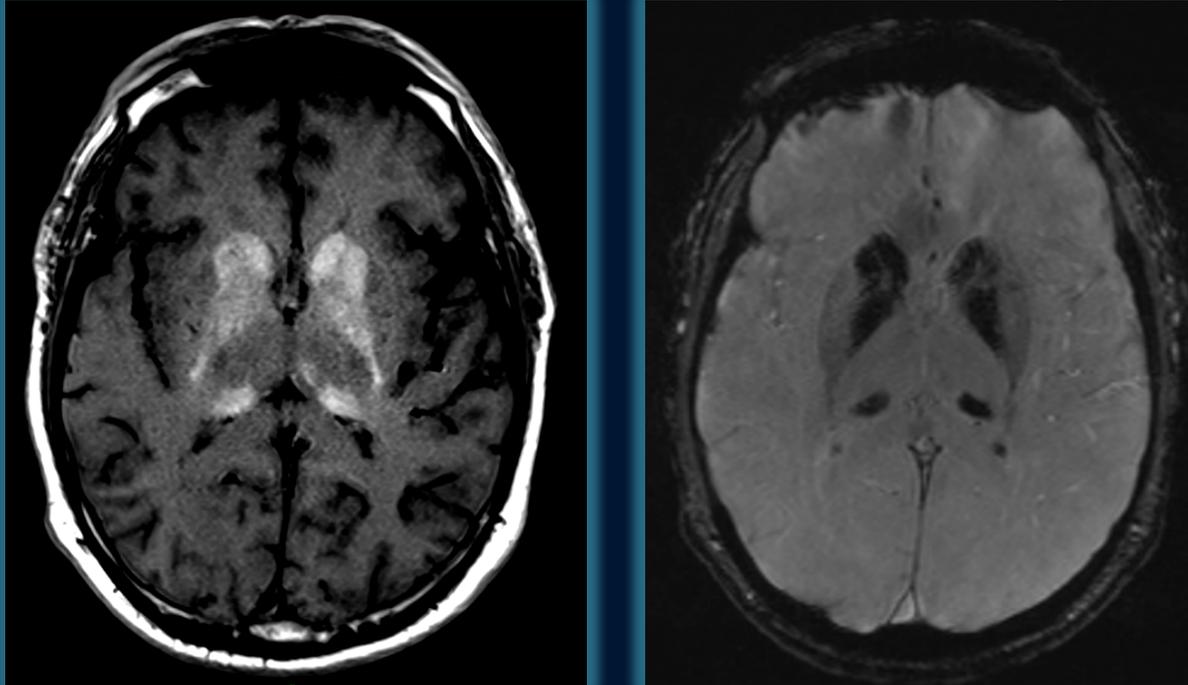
y 4 RM de cerebro (T1 y SWI).
